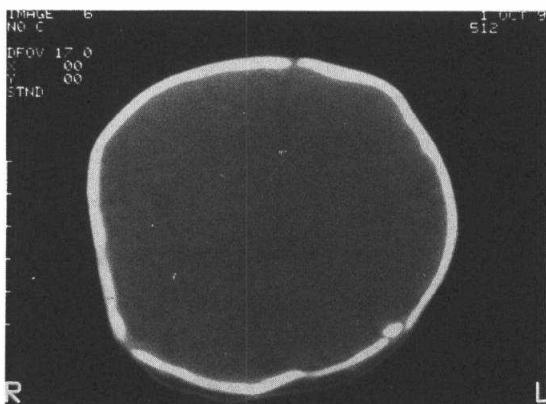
Brain CT bone scan shows craniosynostosis involving the coronal suture.
